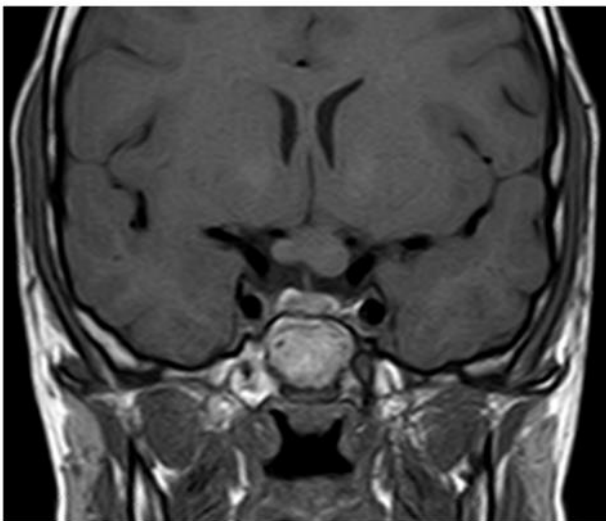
Glioma de vía óptica. Imagen Coronal RM ponderada en T1. Engrosamiento circunferencial del hemiquiasma izquierdo, compatible con glioma de vía óptica.
